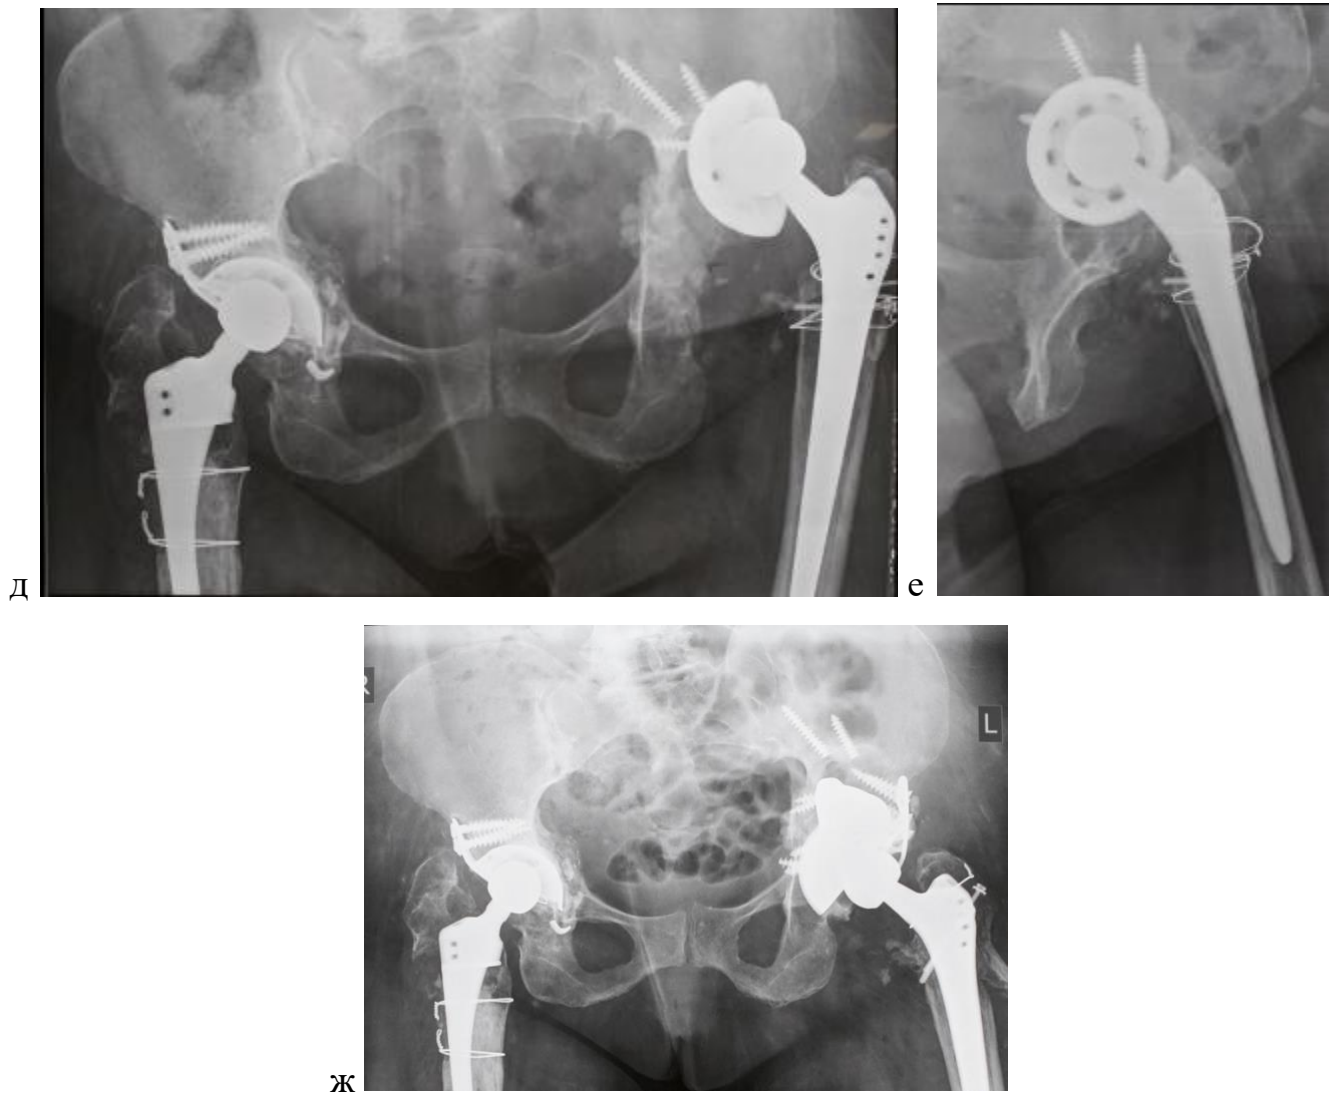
Рентгенограммы больной М. а),б) до операции в)г) сразу после операции д)е) через 7 лет. после ревизии ж)после повторной ревизии.
